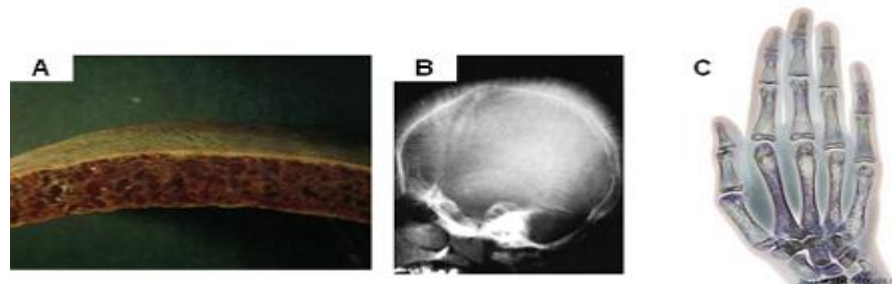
Adelgaçamento da cortical óssea no crânio vista na macroscópica do osso (A) e na radiografia (aspecto de “terminações em cabelo”) (B). Desmineralização óssea (áreas claras) vista na radiografia colorida da mão de paciente com talassemia maior (C).
